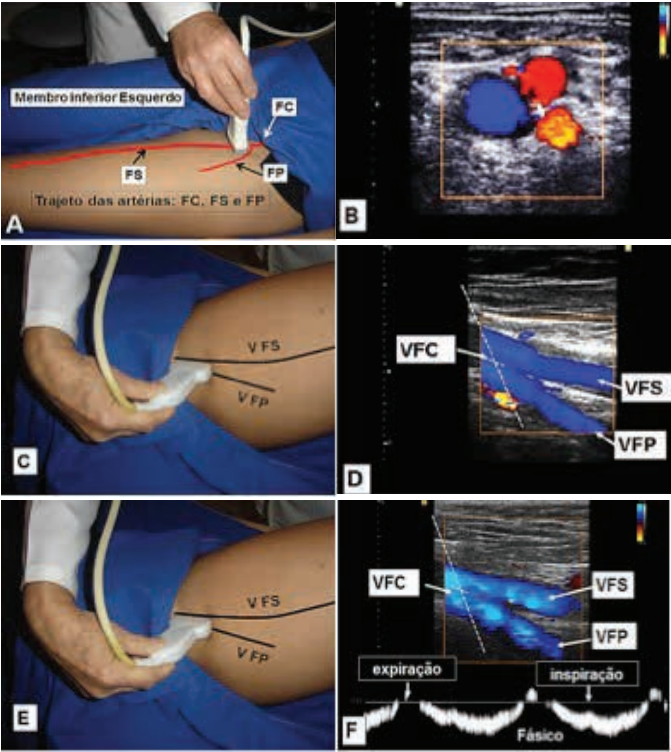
Abordagem topográfica inguinal do sistema venoso profundo (A C E); Doppler colorido e Avaliação hemodinâmica de veia femoral comum (Triplex) em B D F.A avaliação com Doppler espectral mostra fasicidade do fluxo em F
